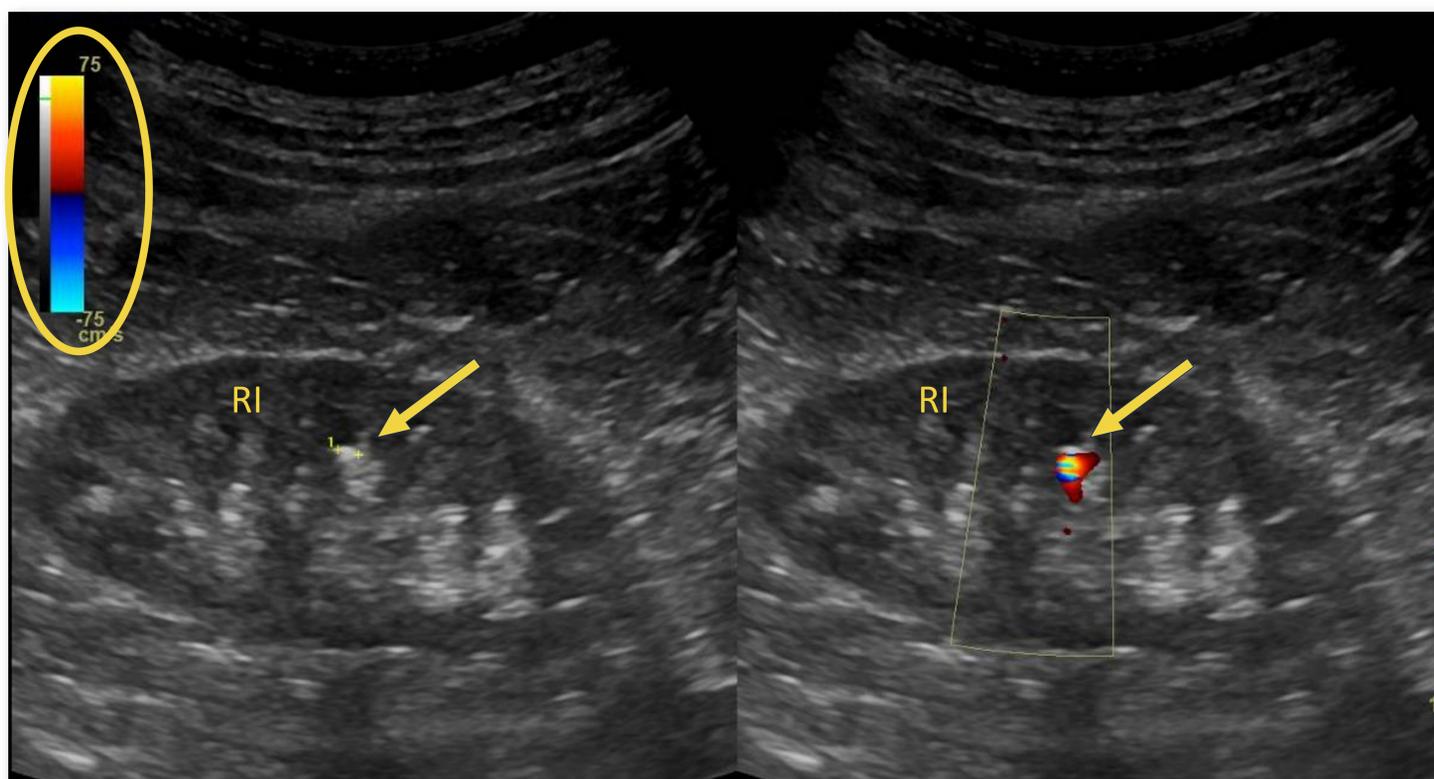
Flecha: litiasis renal. RI: Riñón izquierdo. Círculo: Escala Doppler. Con Doppler aparece artefacto de reverberación.
